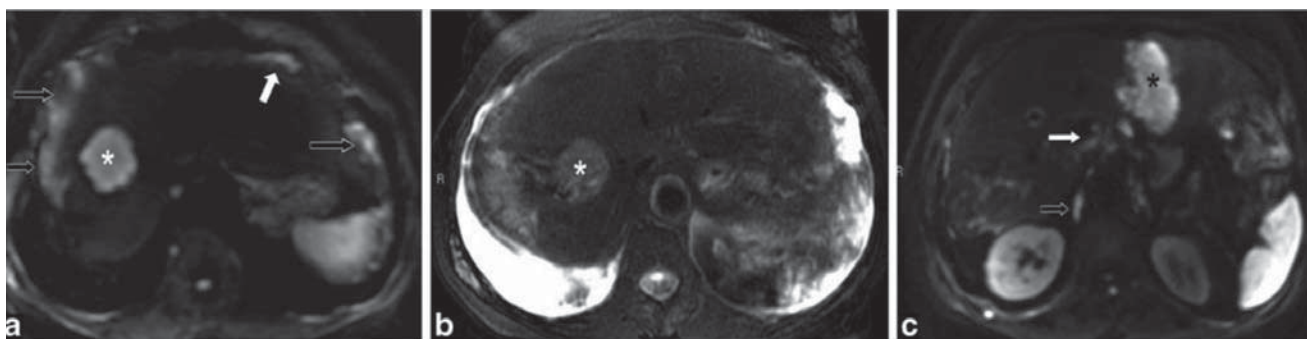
Возможности МРТ в определении резектабельности опухолевого процесса при распространенном раке яичников [12].
